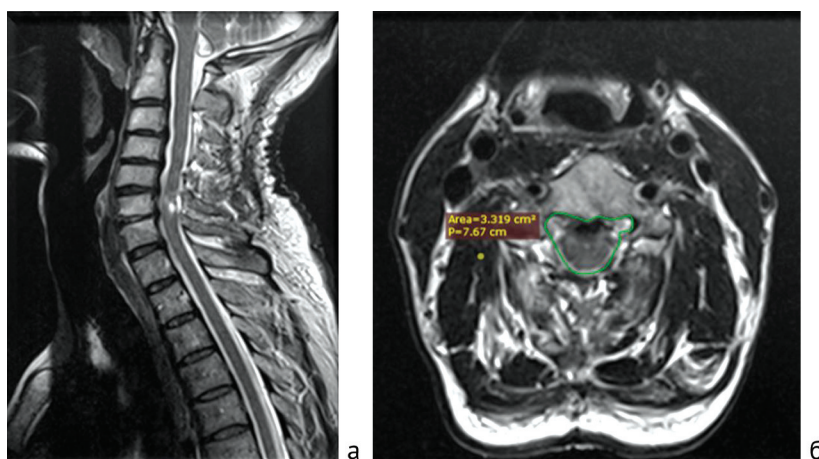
МРТ шейного отдела позвоночника пациента после оперативного вмешательства на уровне С3-С6 позвонков: а – сагиттальная проекция; б – аксиальная проекция
